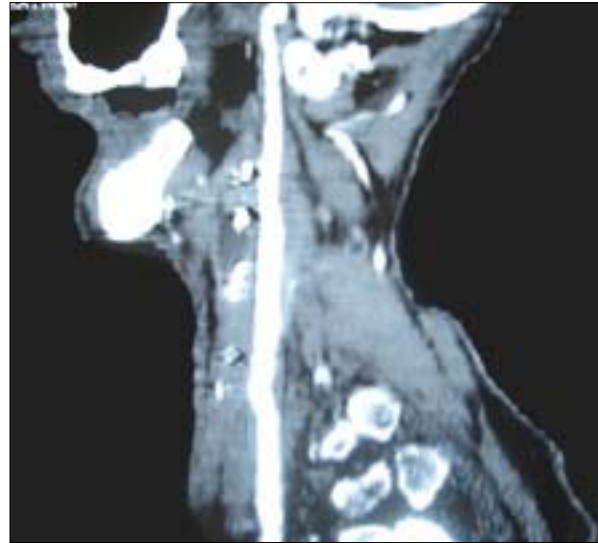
Angiotomografía axial computarizada de control del caso 2. Se aprecia el injerto carotidocarotídeo de la arteria criopreservada permeable.
